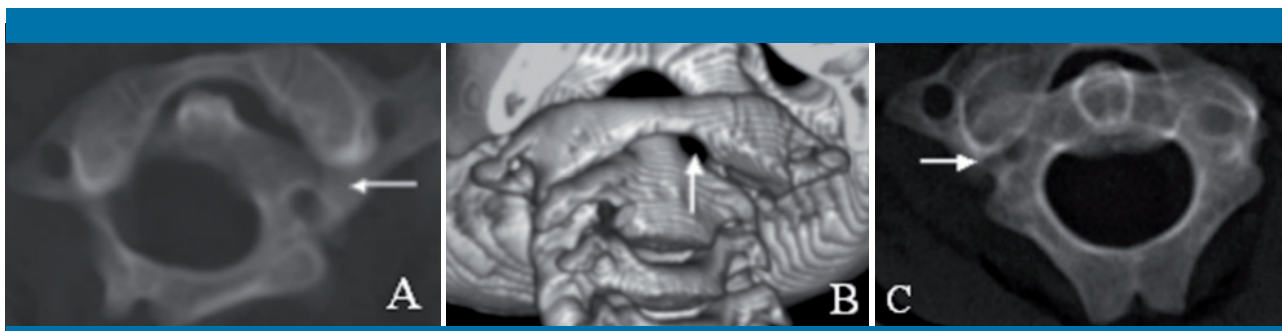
Tomografía axial computarizada de la columna cervical (A: reconstrucción MIP; B: reconstrucción 3D) del primer paciente. La imagen muestra una subluxación rotatoria de C1 sobre C2 del lado izquierdo tipo II (círculo blanco). En el segundo paciente, la tomografía (C: reconstrucción MIP) mostró una imagen compatible con una subluxación rotatoria de C1 sobre C2 del lado derecho tipo II (flecha)
